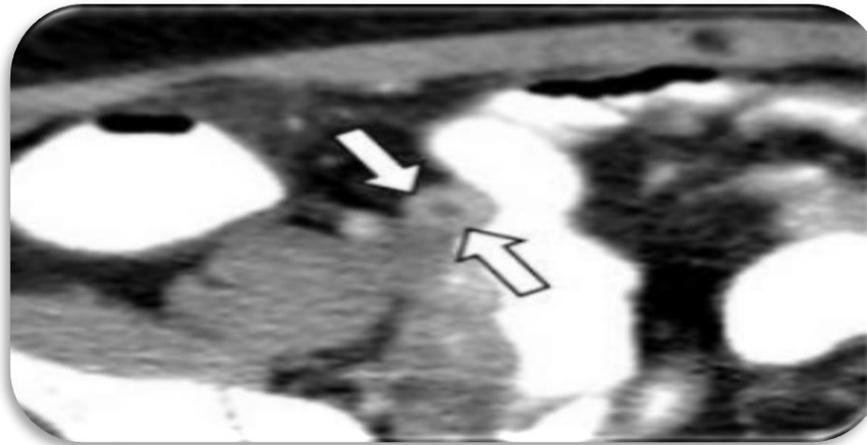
Corte axial de una TC con medio de contraste que muestra un apéndice engrosado.
